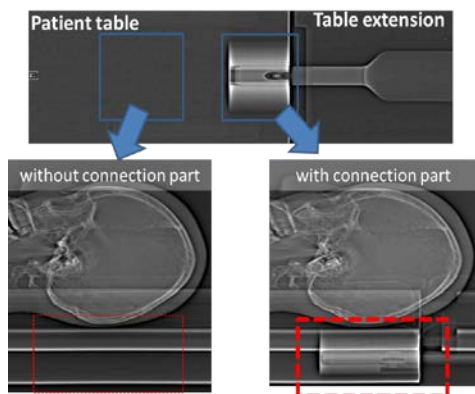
CT scanner table layout
